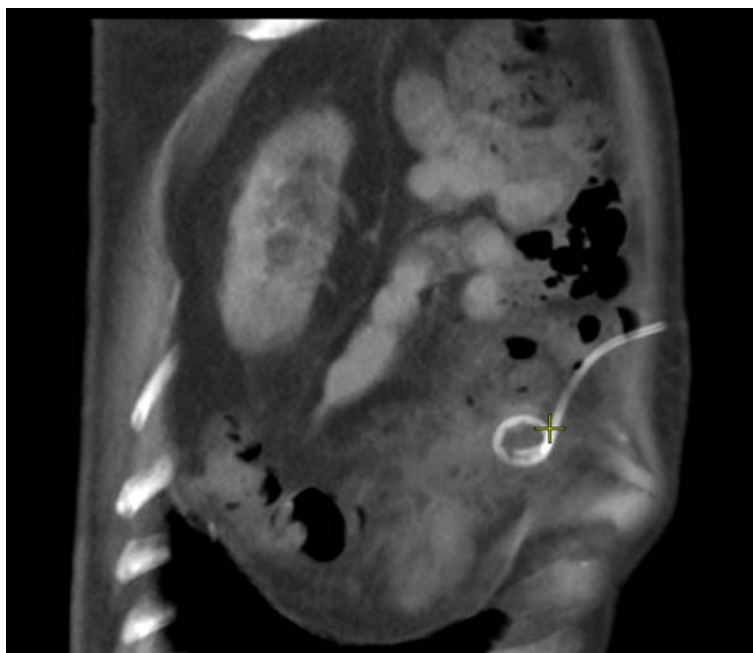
МСКТ через 2 месяца после дренирования ПК под УЗ-наведением
